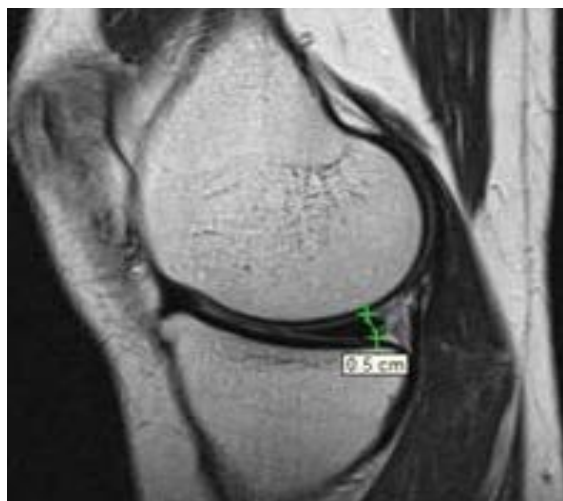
Высота медиального мениска (указана стрелками) МРТ-скан
